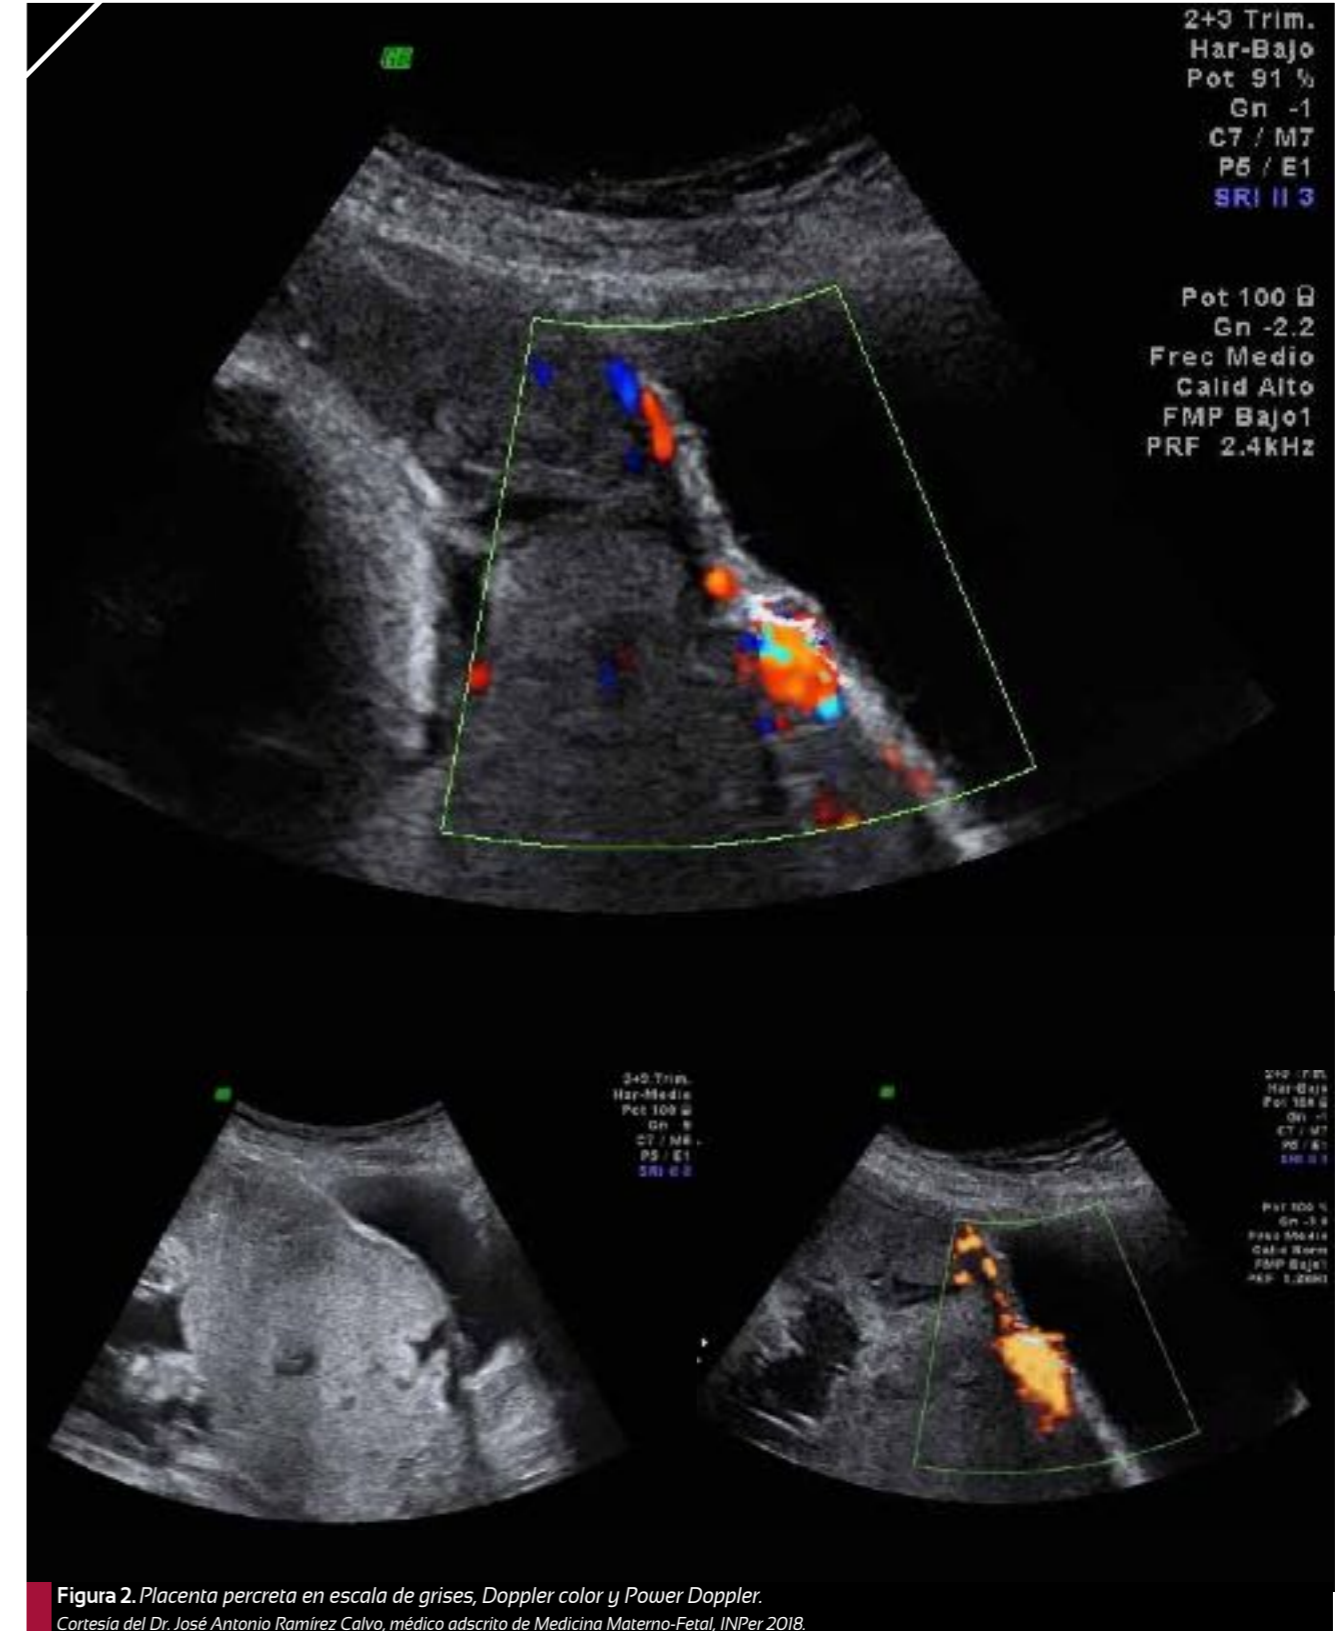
Placenta percreta en escala de grises, Doppler color y Power Doppler. Cortesía del Dr. José Antonio Ramírez Calvo, médico adscrito de Medicina Materno-Fetal, INPer 2018.
